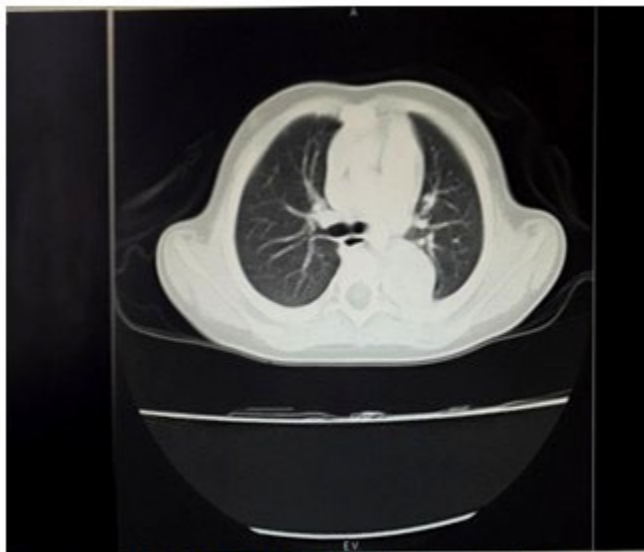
Tomografía contrastada, vista en proyección axial. Ventana pulmonar
